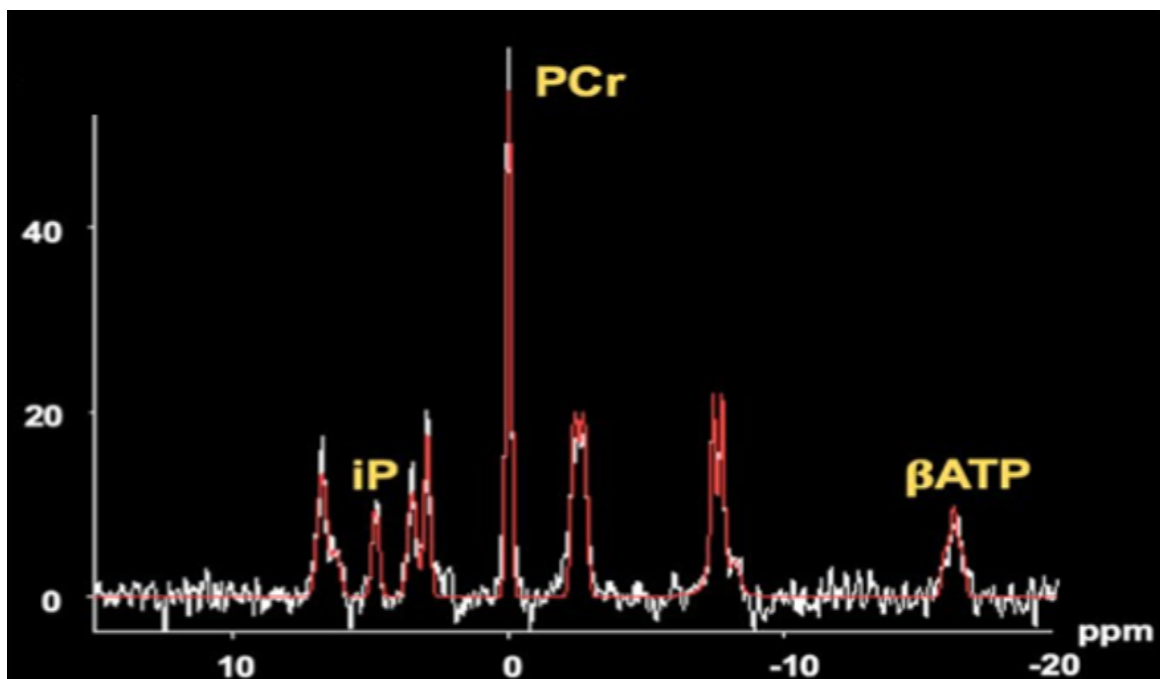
^{31}P Phosphor-Magnetresonanzspektroskopie-Spektrum.
